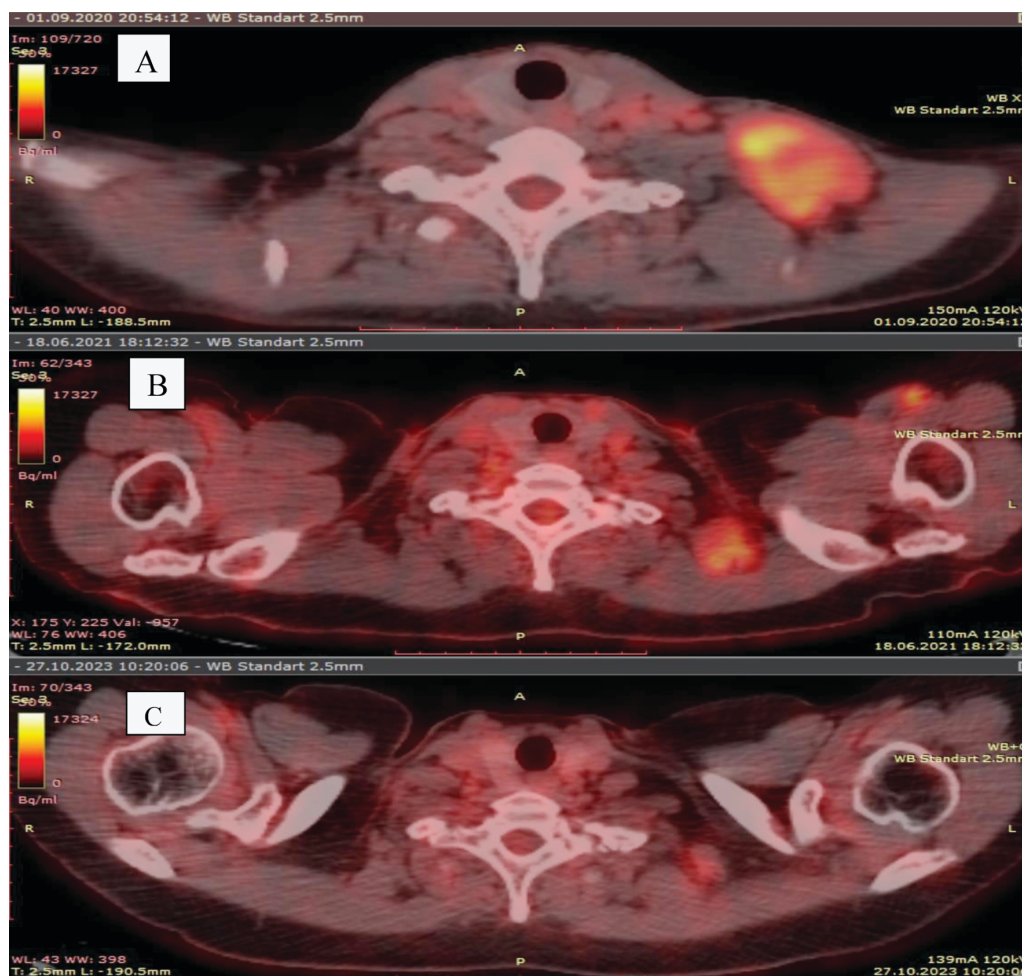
Оценка размеров надключичного лимфатического узла слева по данным ПЭТ/КТ
